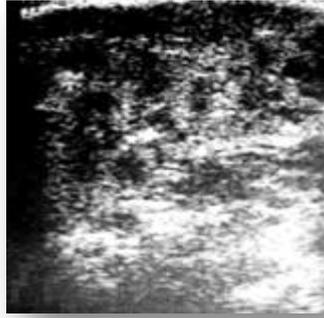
Ecografía de glándula parótida, se observa parénquima glandular heterogéneo, con áreas hipoecogénicas y hiperecogénicas.
